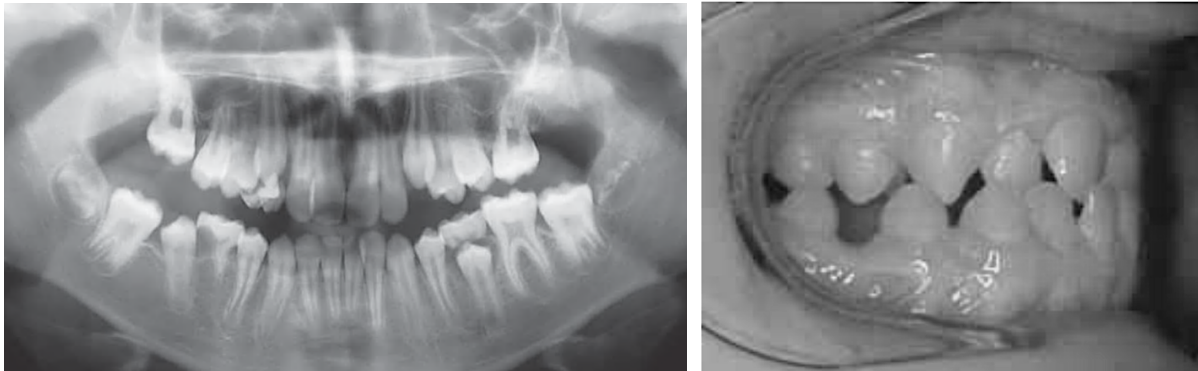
Radiographie panoramique du patient au premier rendez-vous orthodontique et photographie intrabuccale secteurs 1 et 4 de la situation un an après (Conway et Petrucci, 2005).
